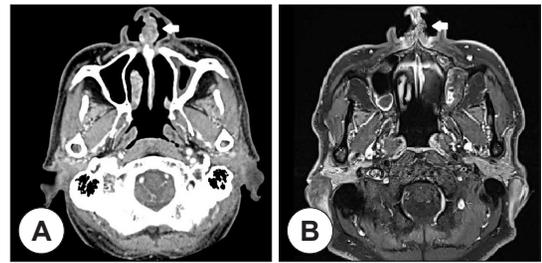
Preoperative paranasal sinus computed tomography and magnetic resonance imaging (A : axial post-enhance view, B : axial T1 enhance view). Irregular shaped septal mass(white arrow) shows with heterogeneous density in CT and high signal intensity in MR imaging.
